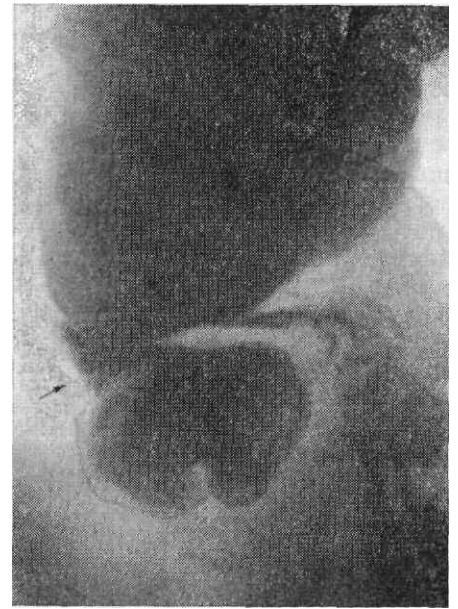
Рентгенограмма слепой кишки в прямой передней проекции (клизменное заполнение). Спазм сжимателя Бузи (обозначен стрелкой).
